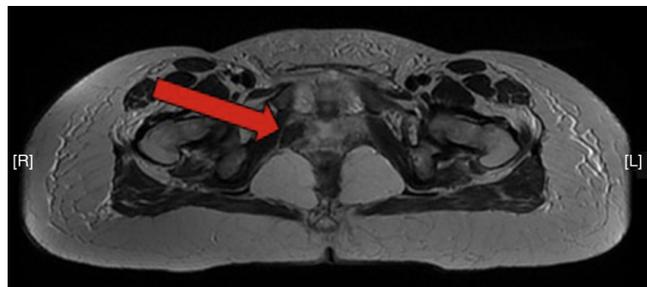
Resonancia magnética que muestra hematoma en canal de Alcock, entre el músculo obturador interno y el elevador del ano, de 22 × 34 × 19 mm, que produce la neuropatía secundaria del nervio pudendo.
